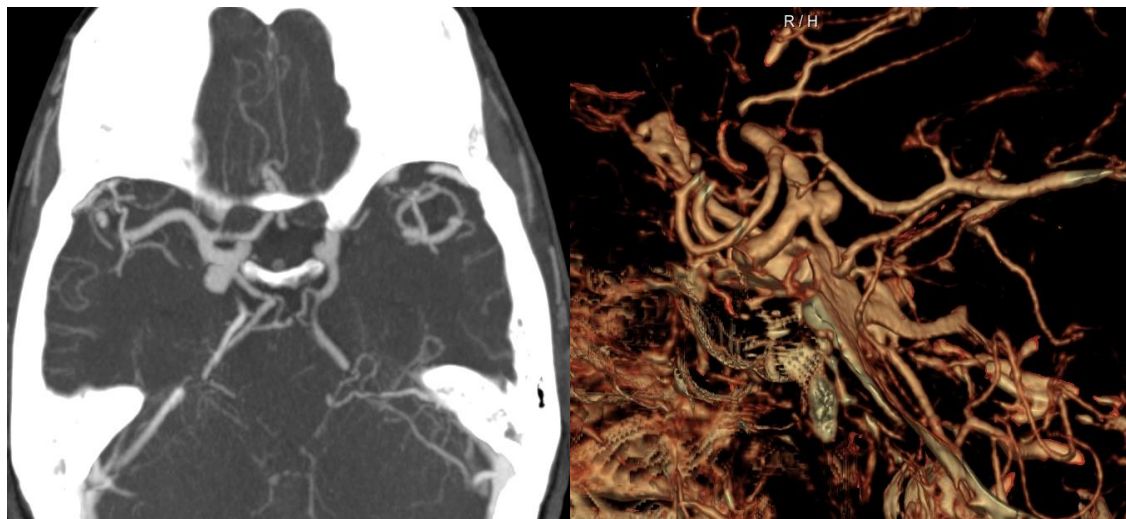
Angio-tomografía computarizada. Aneurisma de la arteria comunicante posterior, con origen fetal a la derecha.
